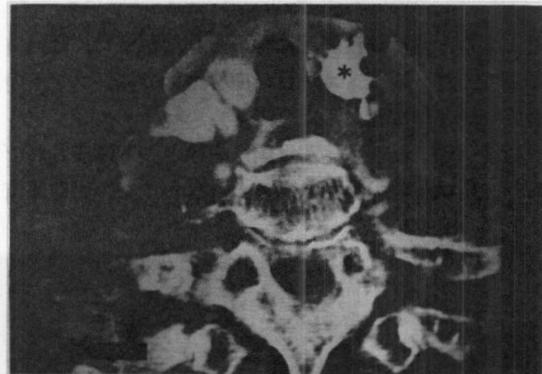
頸部造影CT：皮膚潰瘍の底部に石灰化病変を認める。左総頸動脈は石灰化病変に接している。
